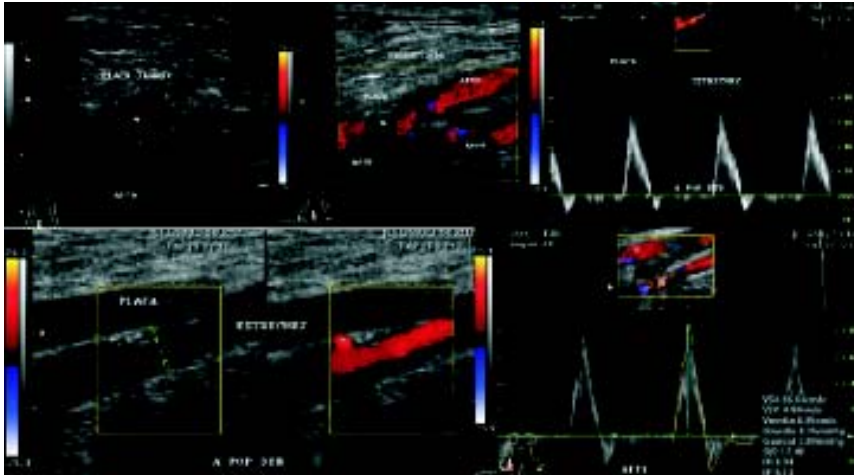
Dúplex Doppler color. Estenosis arterial en IAP.
